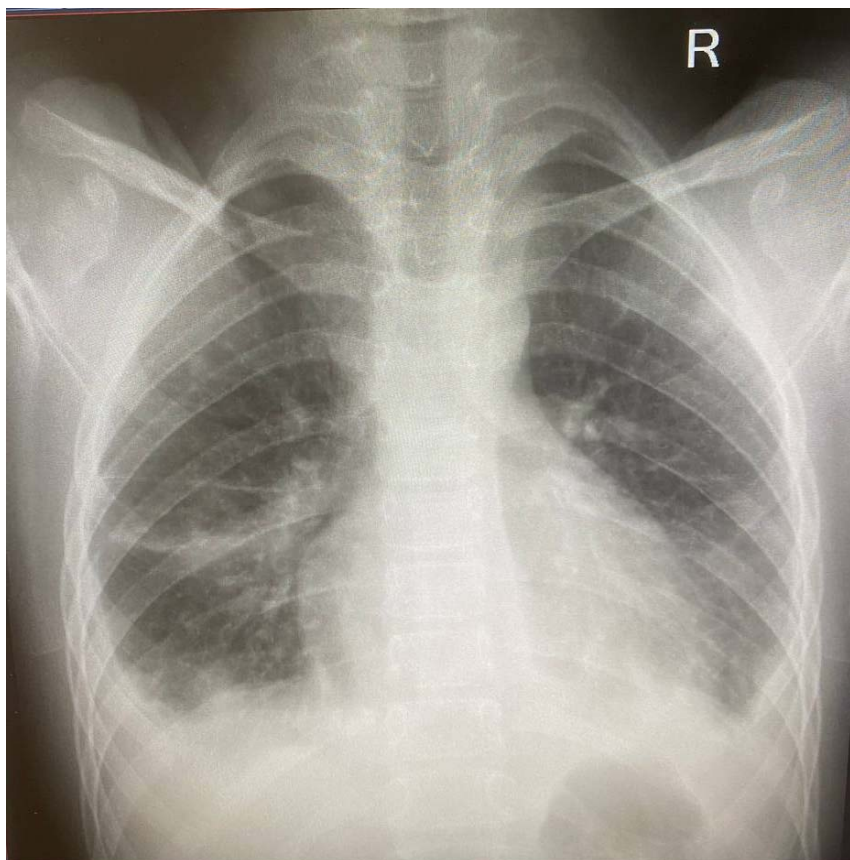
Рентгенограмма органов грудной клетки девушки 16 лет с микоплазменной пневмонией: периссиссурит (инфильтрат вдоль междолевой плевры в правом легком)
